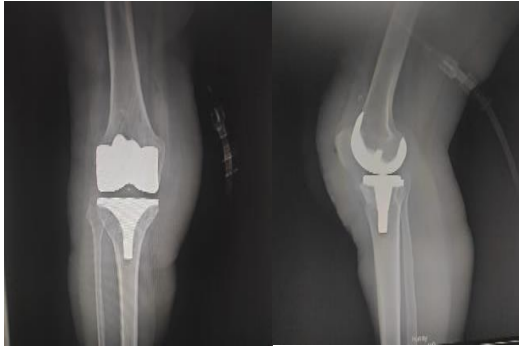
Radiographie de face et profil après reprise chirurgicale qui montre le bon positionnement des implants
